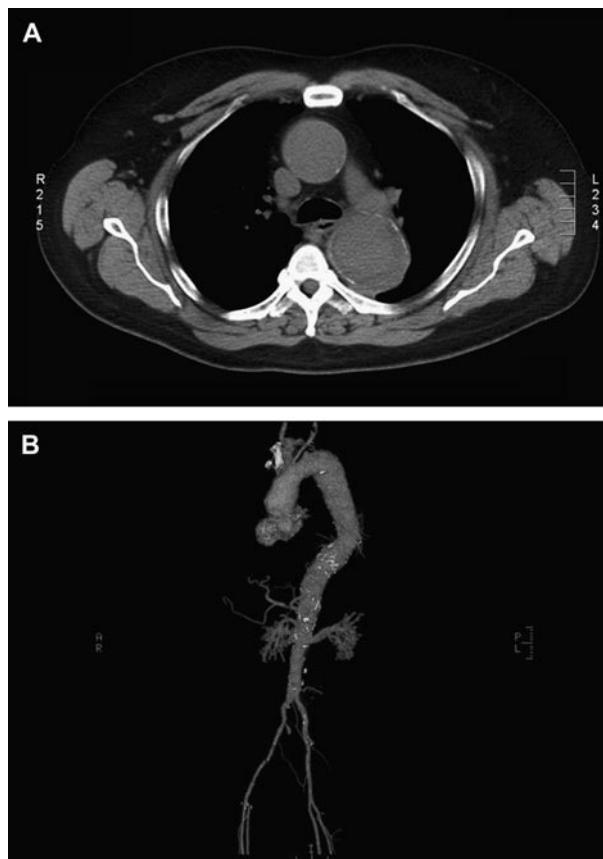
Tomografía computarizada (TC) 3 meses antes de la reparación que demuestra los aneurismas de la aorta ascendente (5,2 cm) y descendente (5,7 cm); A: transversal; B: reconstrucción tridimensional.
